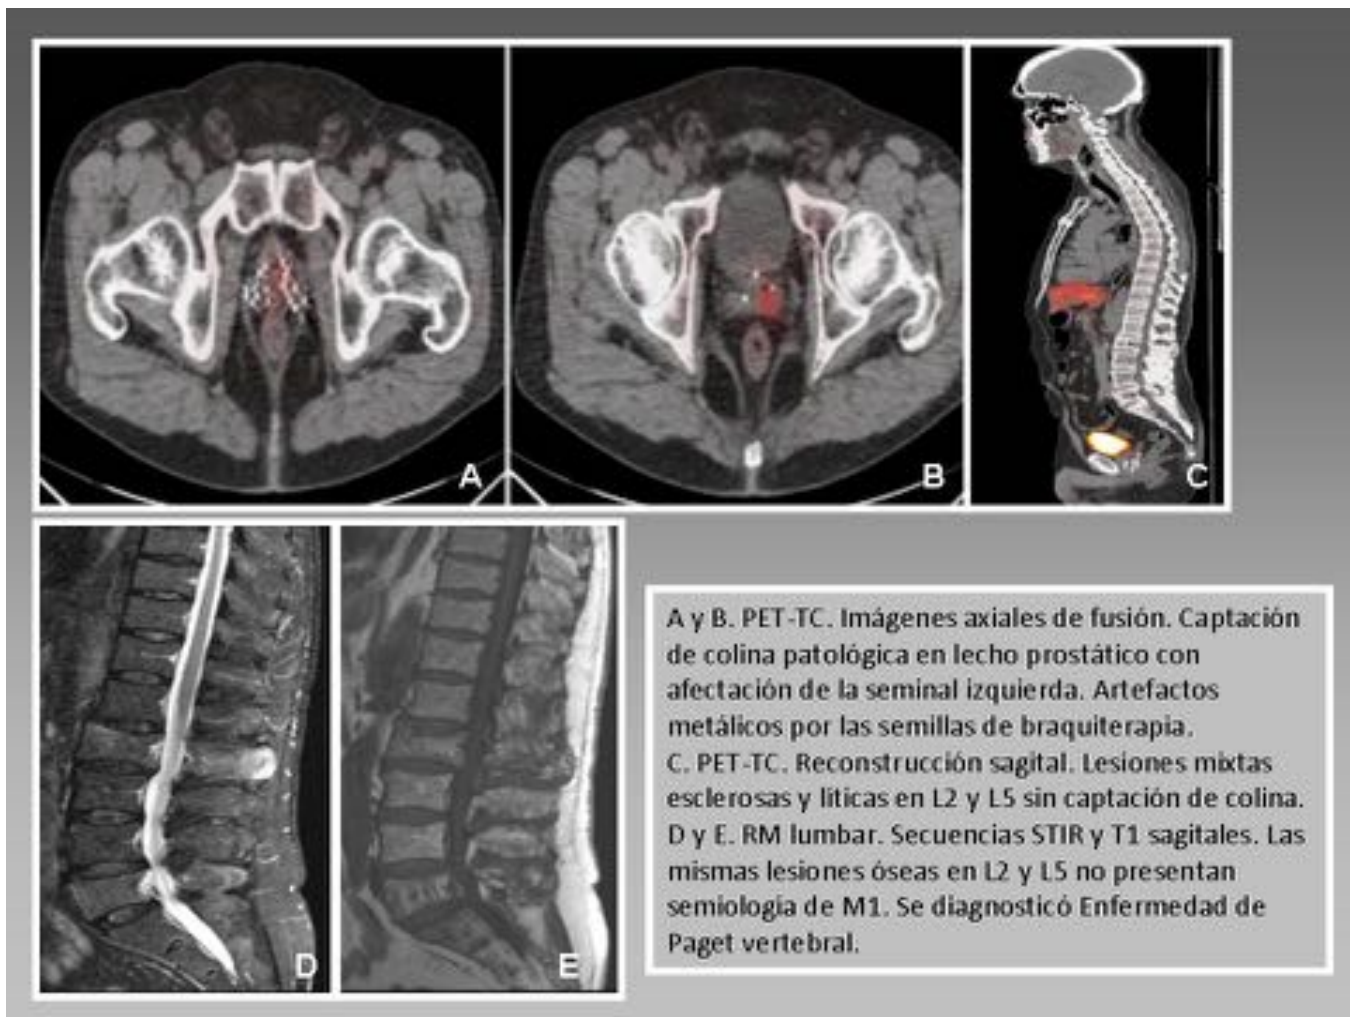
Recidiva local. Paciente de 60 años con adenocarcinoma de próstata de bajo grado tratado con braquiterapia. Recidiva bioquímica y PSA en ascenso lento con biopsias negativas. A los 8 años y con PSA de 4.02 ng/mL se realiza un PET-TC colina que confirma la recidiva local con extensión a la seminal izquierda. Se realiza RM lumbar para caracterizar las lesiones esclerosas en las vértebras L2 y L5.
